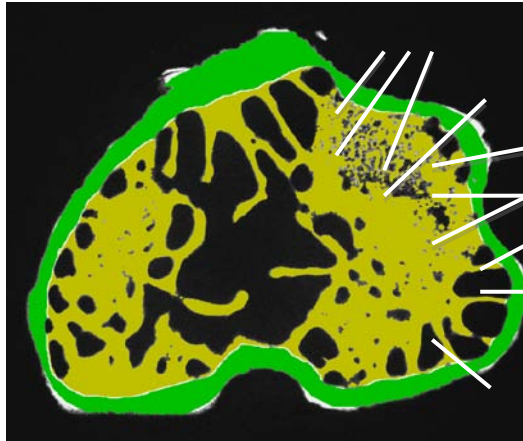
Auswertung der Mikroradiographien: Vektoren (Arbeitsschritt4). Vektoren (weiße Linien) zur Bestimmung der Kortikalisfläche am Beispiel der lateralen Knochenkomponente.
